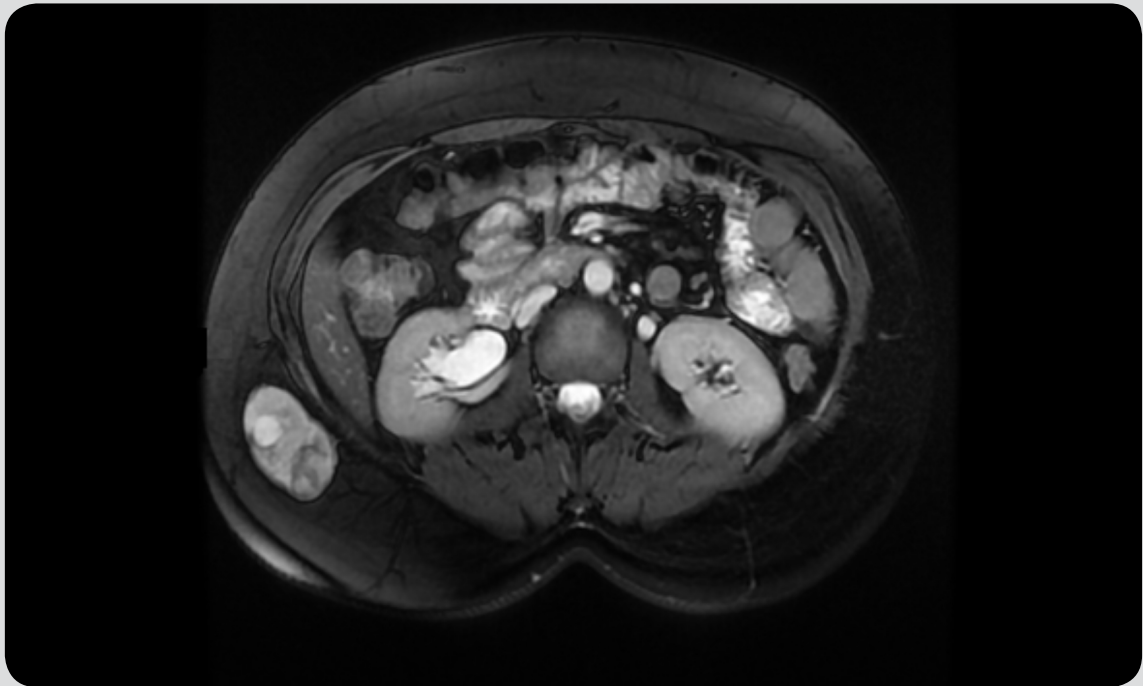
The mass shows hyperintense signal intensity on axial T2-weighted image with fat suppression.
